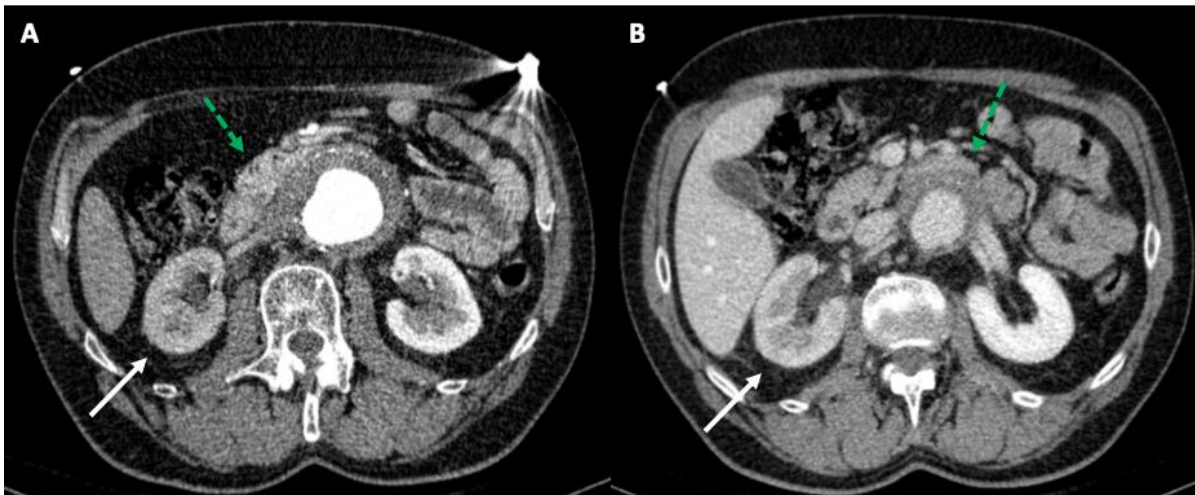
TC abdominopélvica en fase arterial (A) y en fase venosa (B) mostrando cambios inflamatorios periaórticos de predominio en la vertiente anterior del aneurisma, en íntimo contacto con la tercera y cuarta porciones duodenales (flechas discontinuas verdes), y disminución de la perfusión renal derecha (flechas blancas). (Servicio de Radiodiagnóstico. Complejo Asistencial de Zamora).
